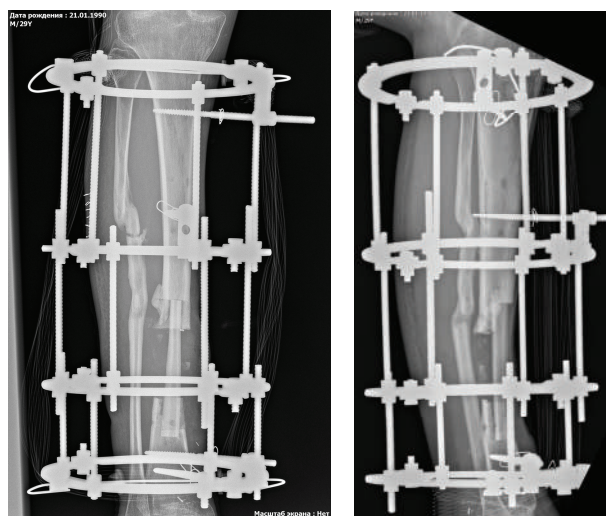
Рентгенологический снимок левой голени больного М. на этапе после пластики малоберцовым перфорантным лоскутом
